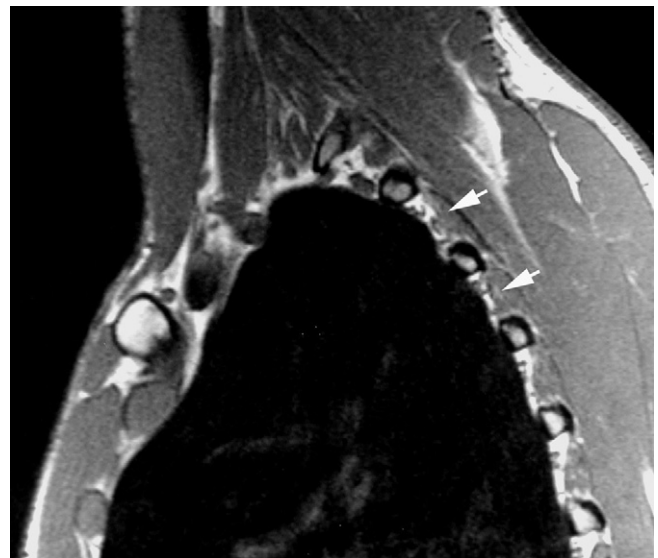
Coupe sagittale d'IRM en pondération T1 sans injection de produit de contraste.
